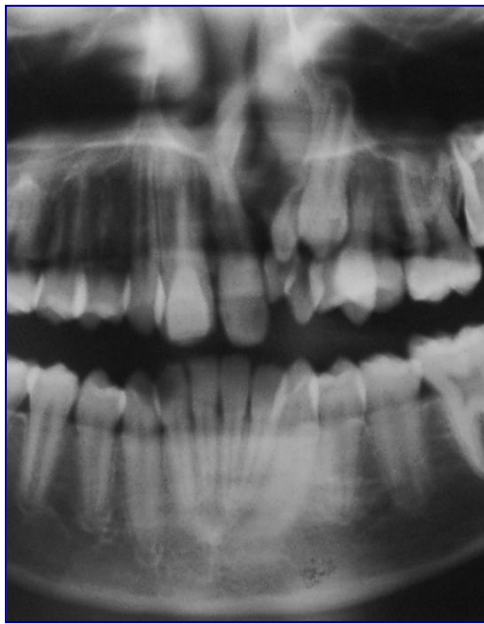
Acercamiento de la radiografía panorámica del paciente con HLP. Se observa: la ausencia congénita del 22 y la presencia de un diente supernumerario vecino a la hendidura.
